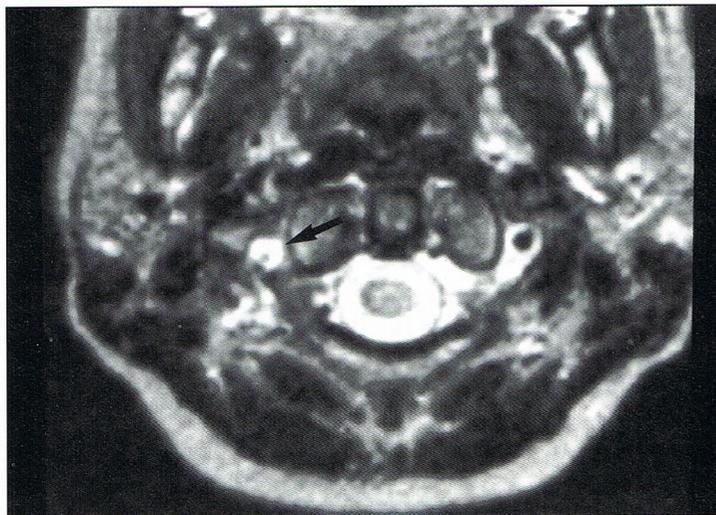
Dissection de l'artère vertébrale droite post-traumatique dans son segment V3 (flèche), en IRM (séquence pondérée en T2). Noter l'hypersignal semi-lunaire correspondant à l'hématome intrapariétal, avec hyposignal central excentré (lumière résiduelle de l'artère).
